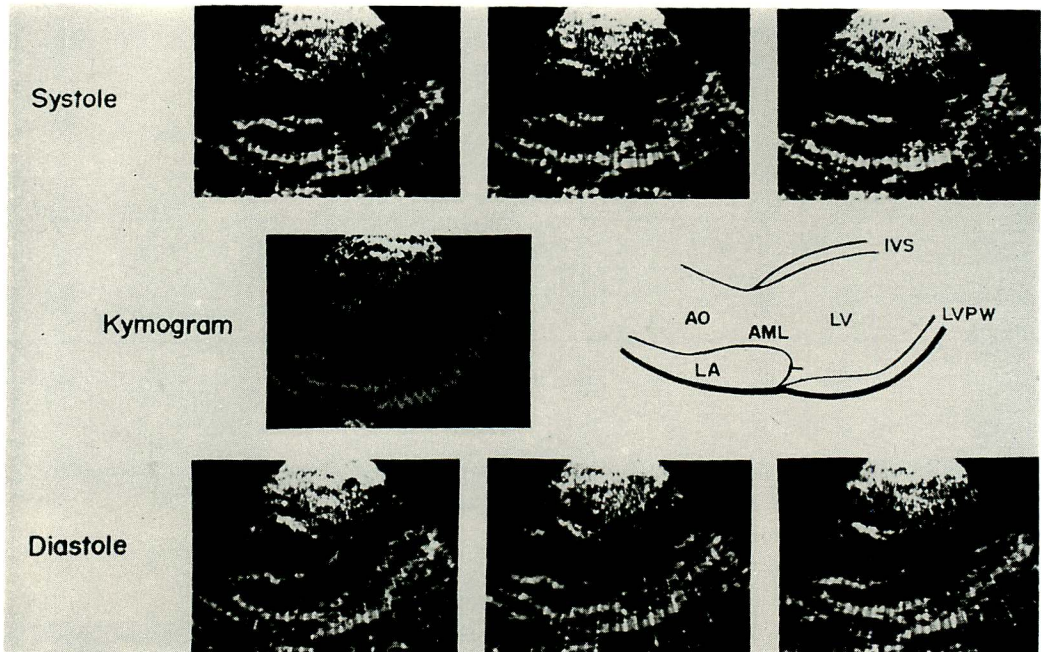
Post-operative cross sectional echocardiogram in long axis direction.
